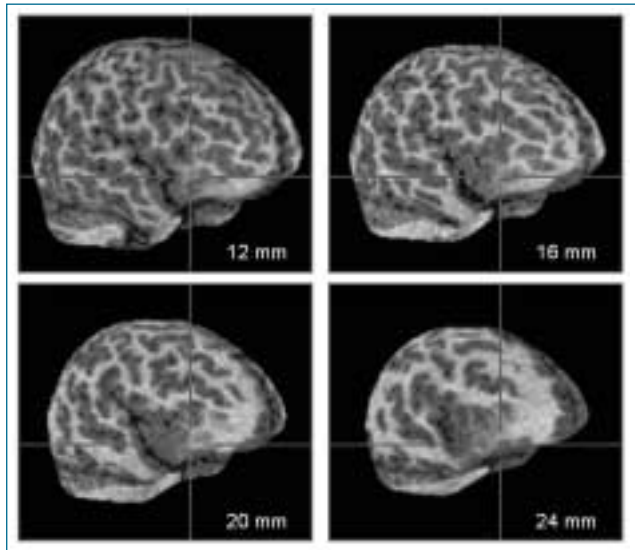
Darstellung der FCD aus Abbildung 2 mittels automatischer kurvilinearere Reformattierung in unterschiedlichen Tiefen ab Kortexoberfläche. Die kurvilineare Reformattierung der MRI-Daten bietet die Möglichkeit, dreidimensionale gewölbte Schnitte anstelle von zweidimensionalen planaren Schnitten auszuwerten. Sie erleichtert damit die Erkennung von Läsionen und Bestimmung ihrer Lagebeziehungen zu anatomischen Landmarken (17).
